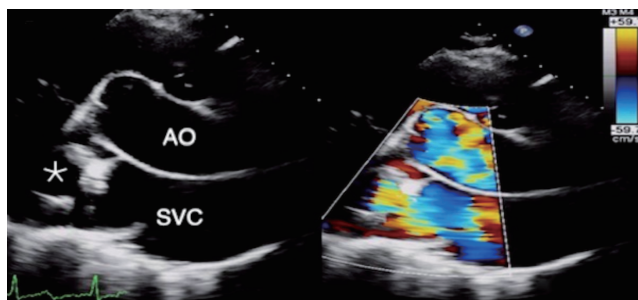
超声心动图示右心两腔心切面可见迂曲、扩张的右冠状动脉与上腔静脉间探入五色镶嵌血流信号。*示右冠状动脉; AO: 主动脉; SVC: 上腔静脉
